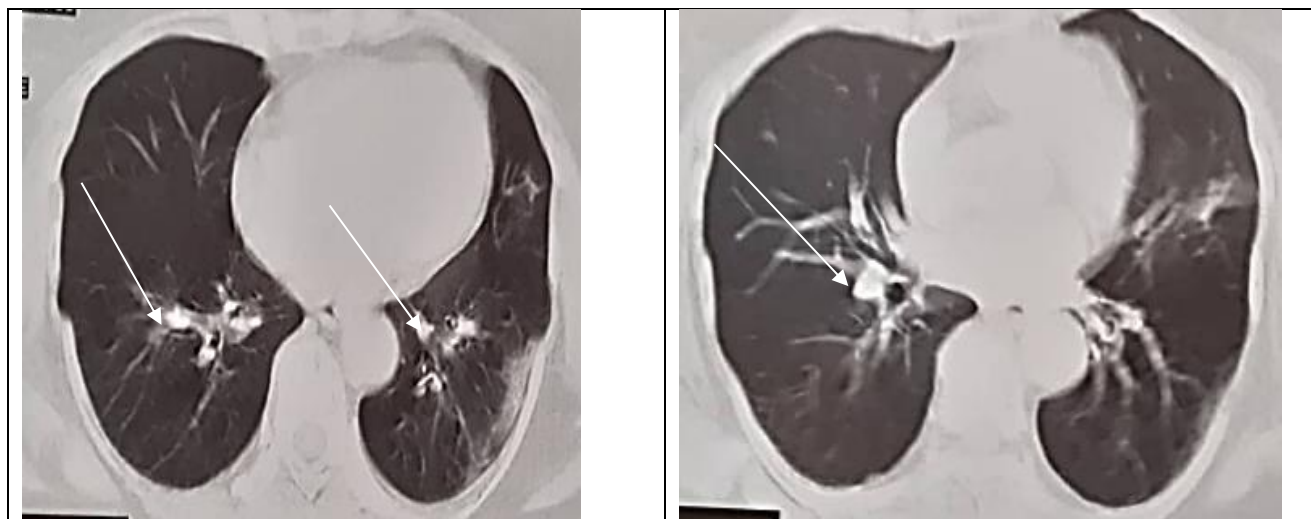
Компьютерная томография легких пациентки К., 61 лет: видны (очаговые) светлые участки/уплотнения легочной ткани, а также ретикулярные изменения
